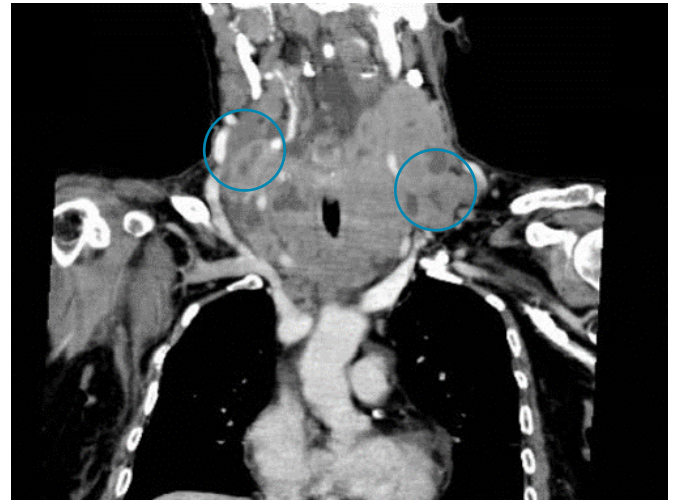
Tomografia computadorizada do pescoço, secção coronal. Volumosos conglomerados adenopáticos bilaterais. Múltiplos gânglios com necrose central. Destacam-se áreas nodulares sugestivas de conglomerados adenopáticos que fazem corpo com a glândula, à direita (nível III) com 26 x 16 mm e à esquerda (nível IV) com 36 x 23 mm.
